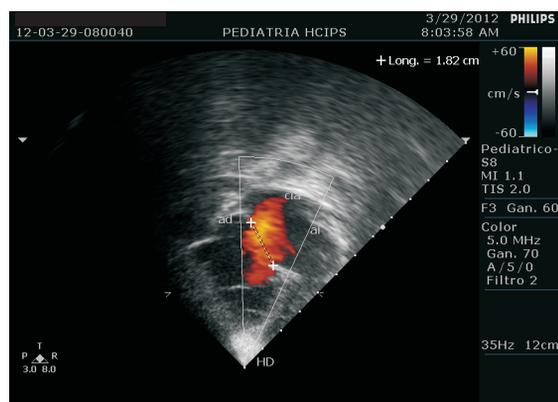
Ecocardiografía donde se observa CIA Tipo Ostium Secundum de 18 mm.
